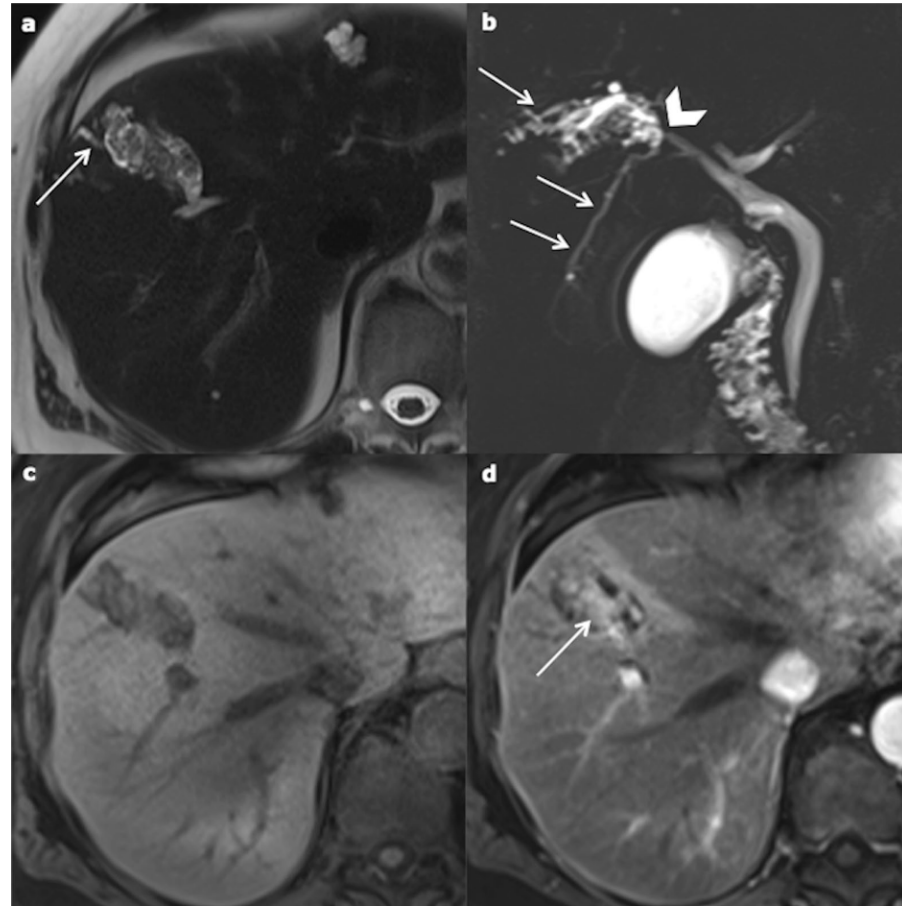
Intraductal papillary neoplasm of the bile duct in a 67-year-old female. a Axial T2-weighted magnetic resonance imaging displays intraductal heterogeneous cystic and tissular mass (star) with dilated bile duct in contact (arrows). The cystic part of the mass is better seen at magnetic resonance cholangiopancreatography (b), and so are the upstream biliary dilatation (arrows) and the connection to the biliary tree (arrowhead). c and d Axial T1-weighted non-enhanced magnetic resonance imaging on arterial phase shows a highly enhanced tissular part
